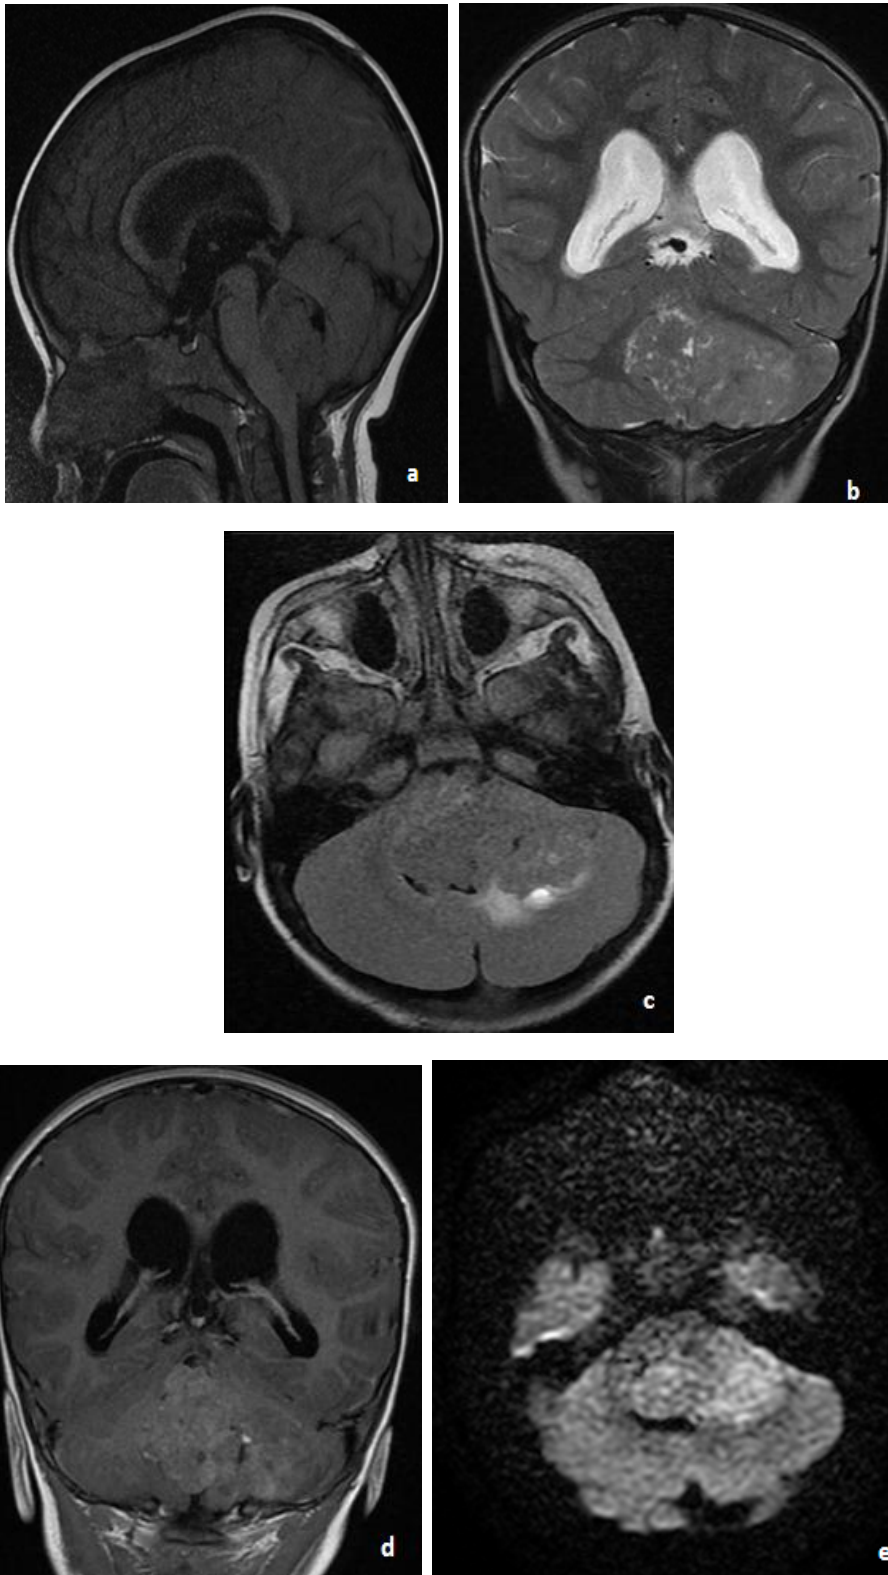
Ependymome anaplasique. Coupes IRM objectivant une tumeur tissulaire se développant au niveau du V4 et étendue au vermis cérébelleux, apparaissant en isosignal T1(a) et FLAIR (c), hypersignal T2 (b), se rehaussant de façon faible hétérogène(d). En diffusion, elle est isodense, sans restriction de diffusion. [Service de radiologie- CHU Hassan II de Fès].
